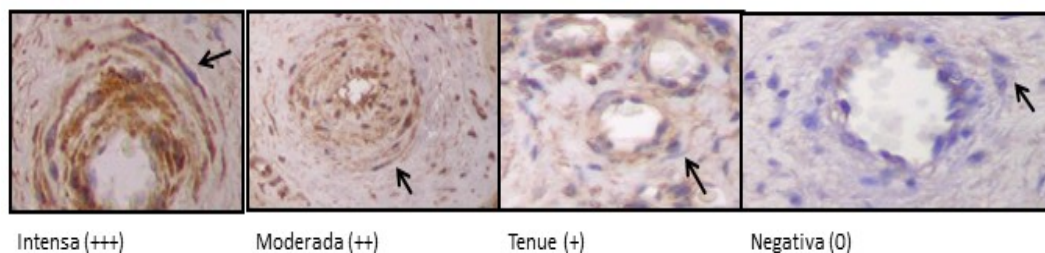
Microfotografía de placenta humana de término, IHQ para caspasa 3 activada, cada una de ellas se clasificó según el grado de intensidad de reacción Ag/Ac que presentaron los TC (flecha negra).
